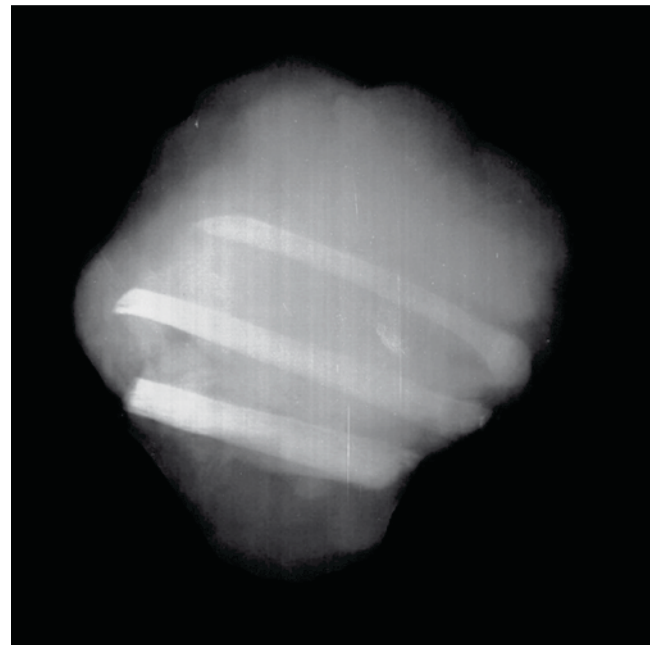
Radiografía intraoperatoria de la pieza de resección de parrilla torácica, compuesta por tumor, arcos costales anteriores y lóbulo pulmonar superior izquierdo. Nótese integridad de la cortical ósea.
